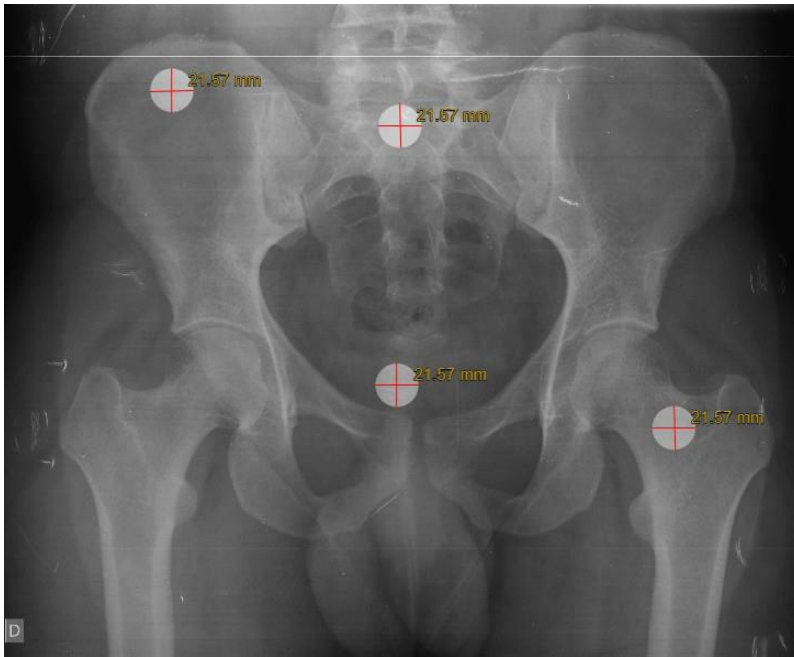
Medidas dos 4 pontos em uma radiografia AP de pelve.
